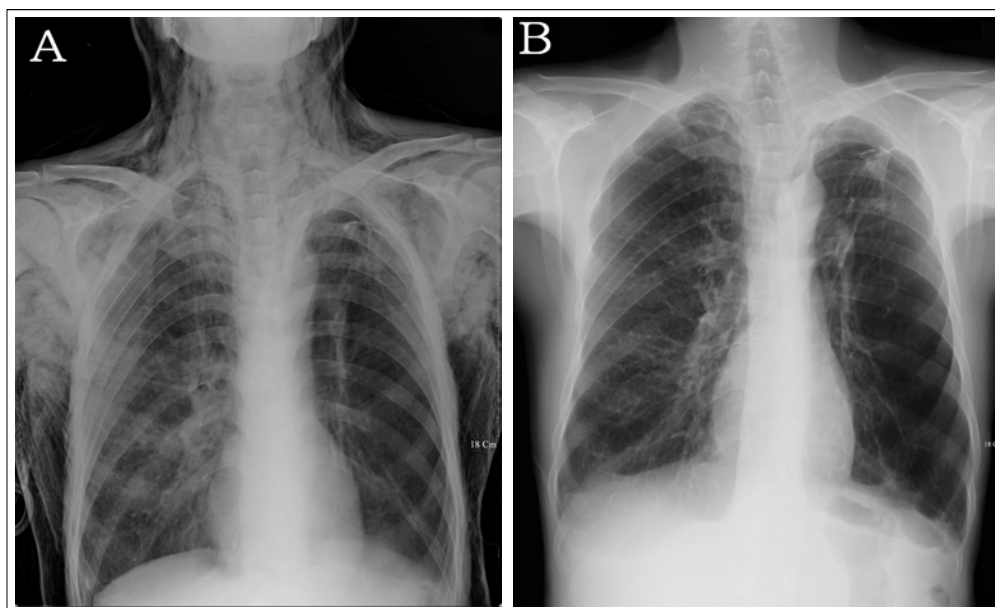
Chest X-ray shows massive subcutaneous emphysema(A). After continuous suction drainage with multiple intravenous catheters insertion, subcutaneous emphysema resolved(B).
